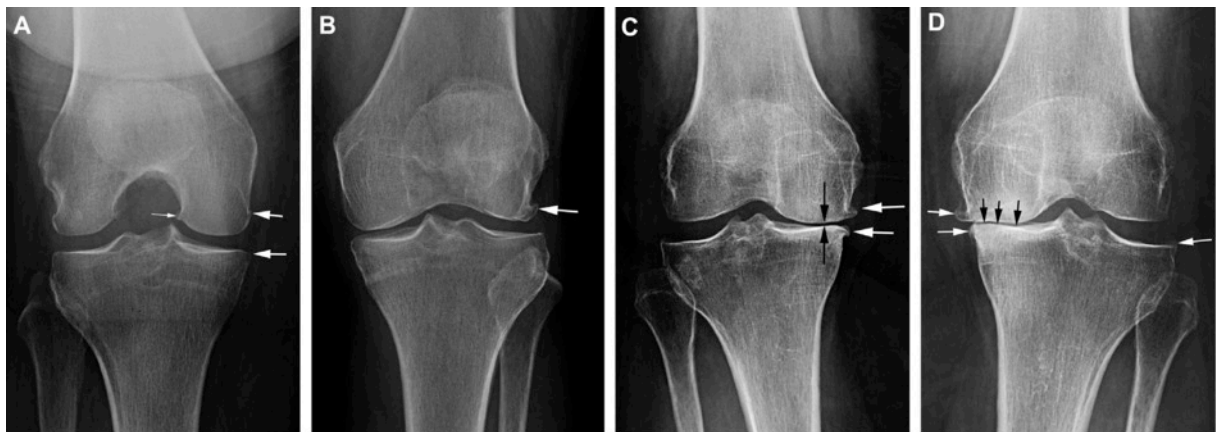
Exemples de la classification de Kellgren-Lawrence de la gonarthrose. A. grade 1 : ostéophyte douteux médial (grandes flèches). B. grade 2 : ostéophyte marginal (flèche) sans pincement radiographique. C. grade 3 : pincement évident de l'interligne (flèches noires) et ostéophytes marginaux (flèches blanches). D. grade 4 : disparition de l'interligne articulaire (flèches noires).
